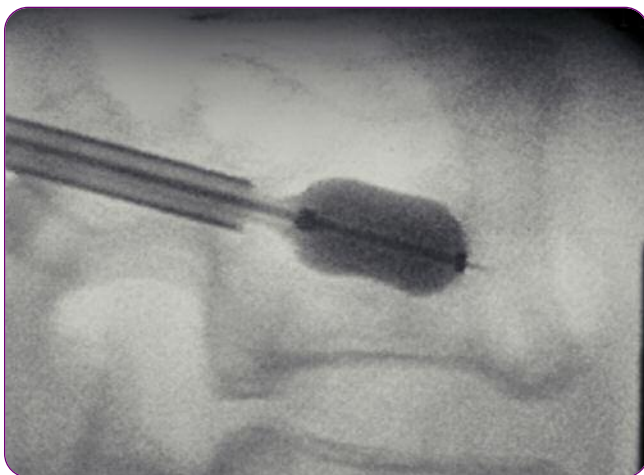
Femme de 54 ans. Métastases vertébrales multiples d'un cancer du rein avec douleurs lombaires. Cyphoplastie de la vertèbre L2. Radiographie de profil montrant le ballonnet gonflé dans la zone d'ostéolyse tumorale.
